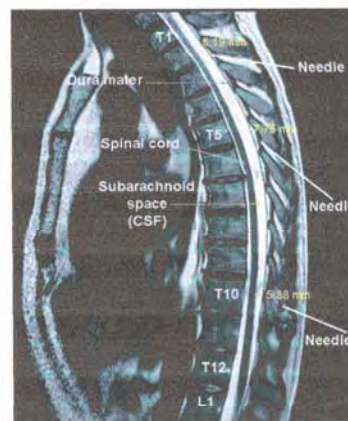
MR imaging of the thoracic column.
